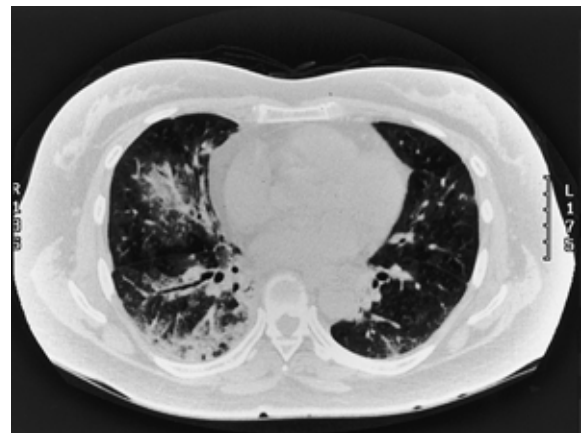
Computerized tomographic scans shows groundglass opacity in the bilateral lower lung fields. Some linear and reticular shadows are also observed along the visceral pleura.
